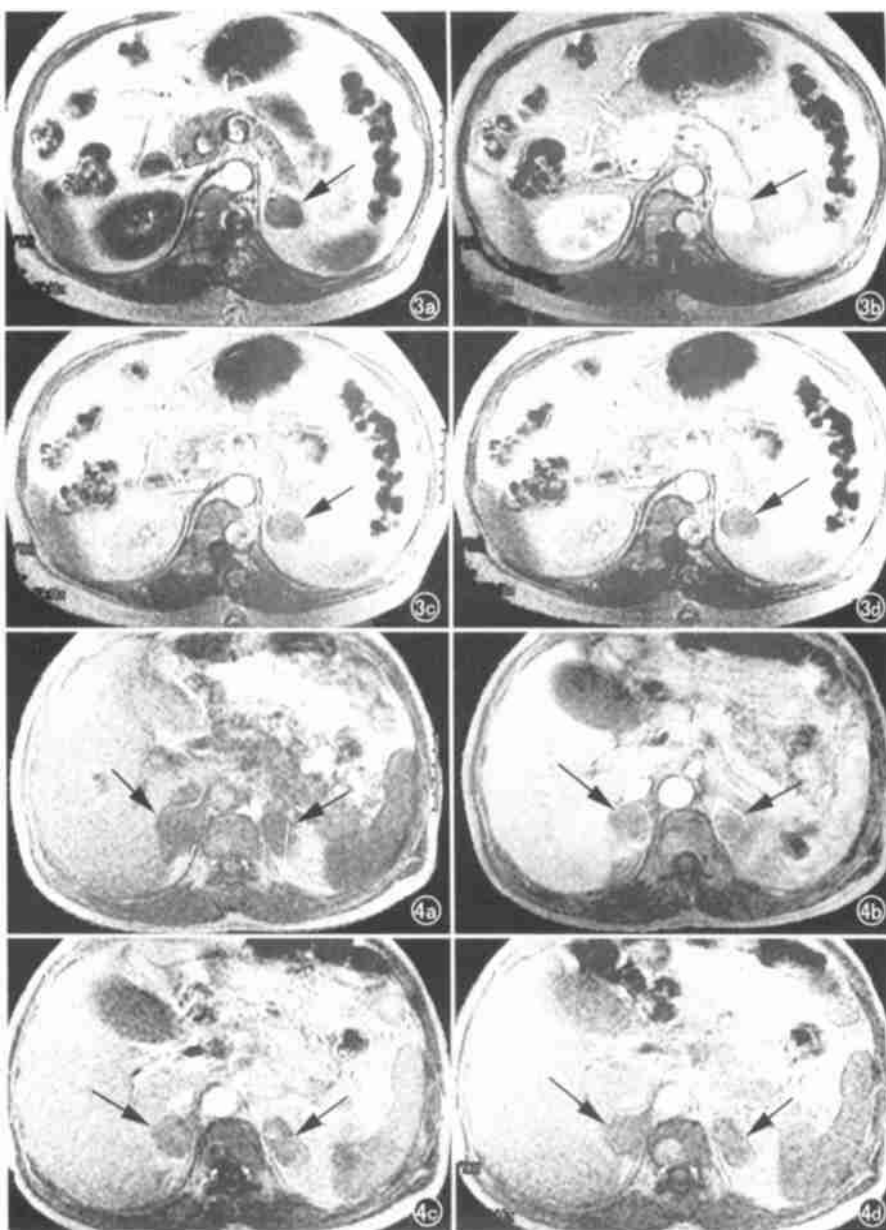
左肾上腺乏脂质性腺瘤(箭), 平扫(a)及动态增强 MRI 检查时于注药后 1min (b)、2min (c) 及 9min (d) 时间点的表现。可见腺瘤在增强早期明显强化, 随时间延时肿瘤增强程度迅速下降。图4 双肾上腺转移瘤(箭), 平扫(a)及动态增强 MRI 检查时于注药后 1min (b)、2min (c) 及 9min (d) 时间点的表现。可见转移瘤在增强早期轻度强化, 随时间延时肿瘤增强程度下降缓慢。
